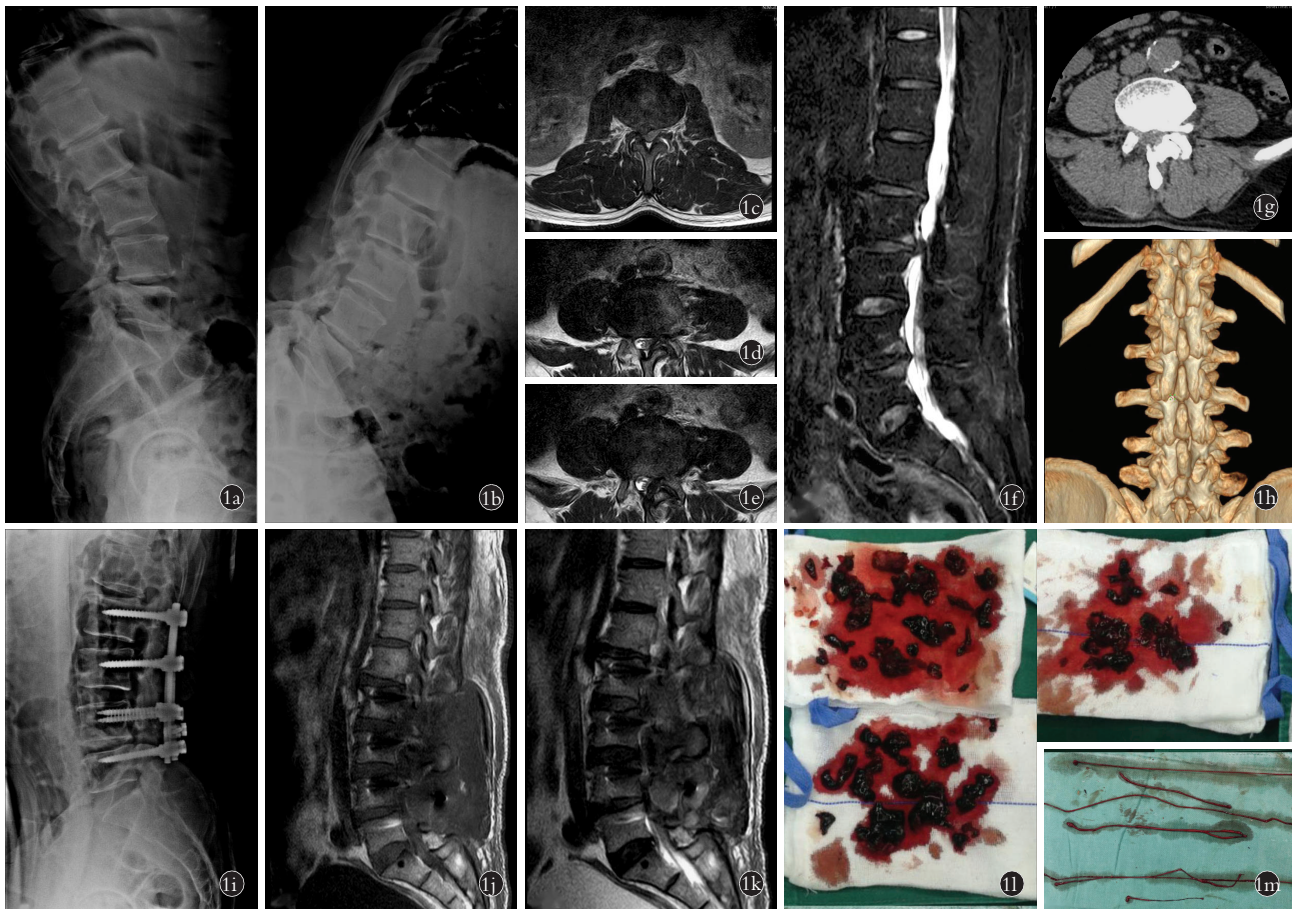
患者,男,62 岁,脊柱术后症状性硬膜外血肿 1a,1b. 术前腰椎过屈过伸位 X 线片示 L₁、L₂ 椎体不稳征象 1c. 术前腰椎横截面 MRI 示 L₂-L₃ 椎间盘右后突出,同平面椎间盘层面椎管狭窄 1d,1e. 术前腰椎横截面 MRI 示 L₄-L₅ 椎间盘层面椎管狭窄 1f. 术前腰椎矢状面 MRI 示 L₂-L₃、L₄-L₅ 层面椎管狭窄 1g,1h. 术前腰椎 CT 及三维重建示 L₄ 椎体右侧椎板缺如 1i. 术中腰椎侧位 X 线片示内固定系统位置良好 1j,1k. 术后 1 d 腰椎矢状面 T2W1、T1W1 MRI 示 L₂-L₃ 椎间盘平面后缘混杂信号影、L₄-L₅ 平面后缘附件区近中线囊状异常信号影,考虑为血肿形成 1l,1m. 第 1 次血肿清除术中可见块状、条状血凝物
